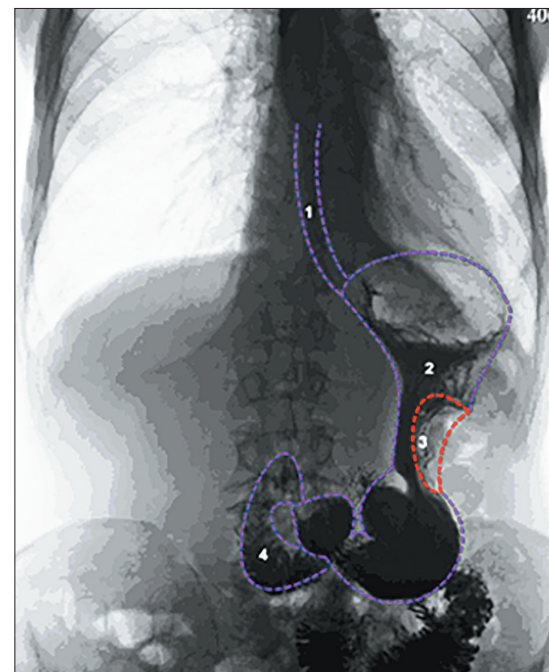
Обзорное рентгенологическое исследование ВОПТ в вертикальном положении пациента спиной к приемнику рентгеновского излучения. Рак тела желудка с переходом на проксимальный отдел и частично на начало выходного (продолжение)
